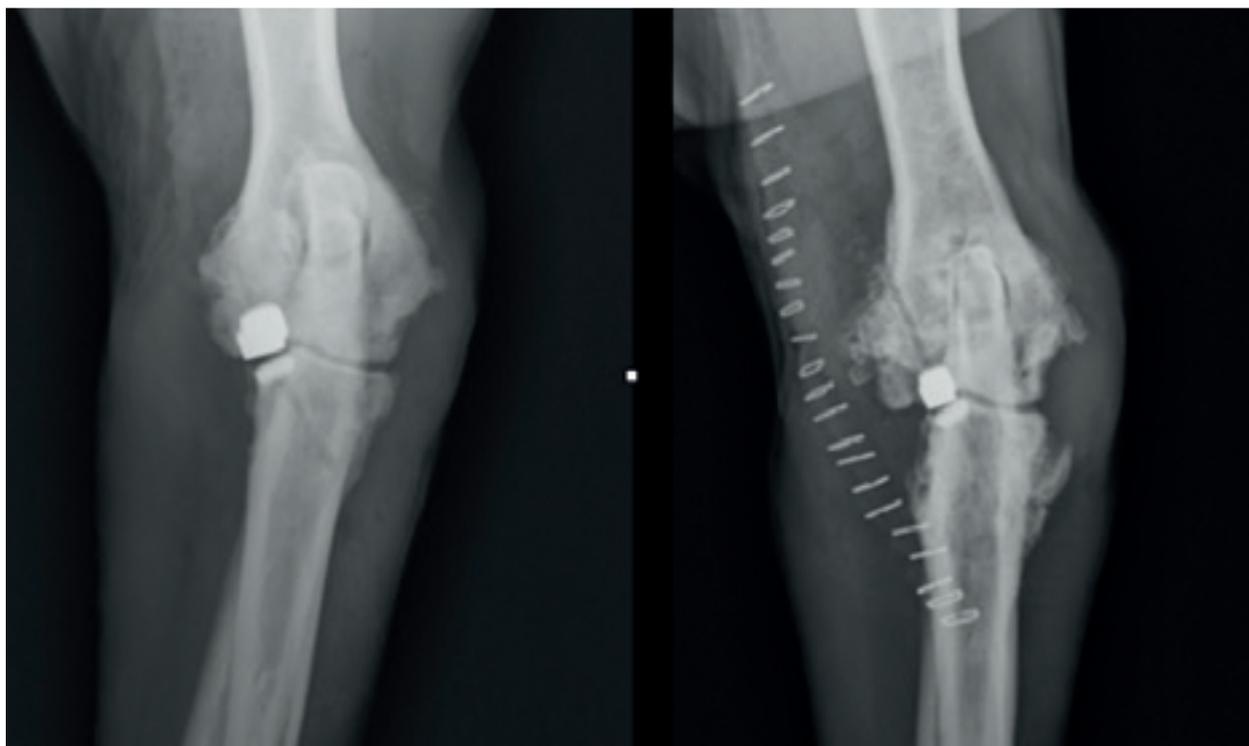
Radiografías craneocaudales para comprobar la orientación de ambos implantes
